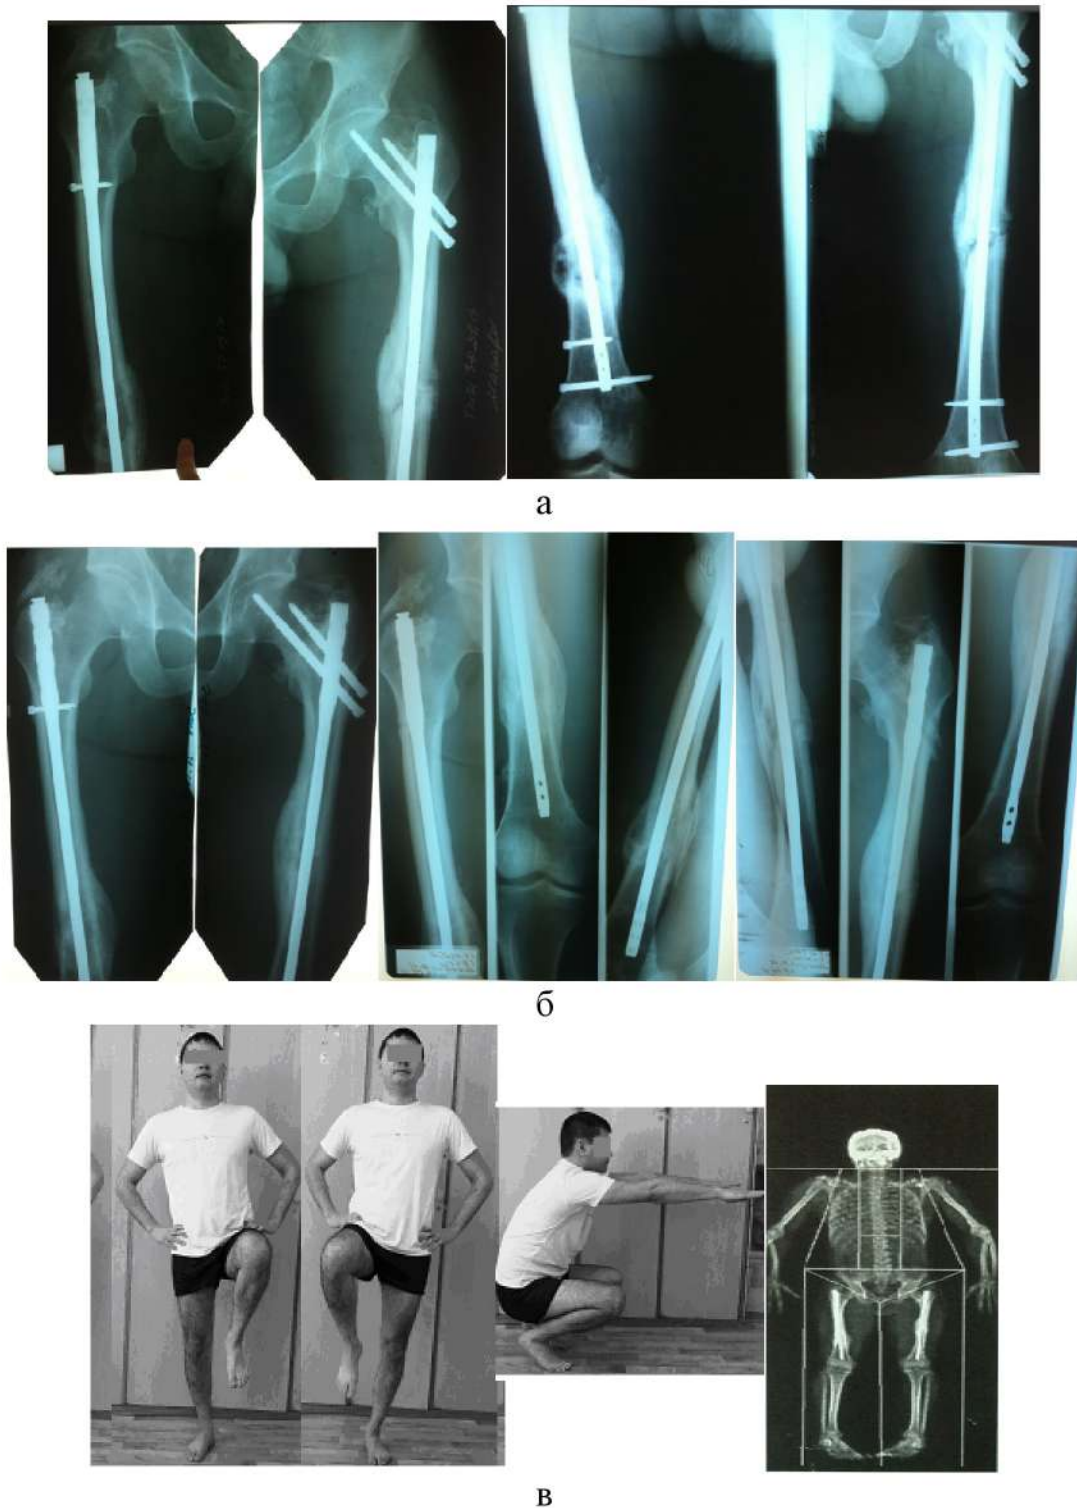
Пациент М., 32 л. Основная группа, подгруппа с сочетанными повреждениями. Закрытый перелом обеих бедренных костей. 32B22 по AO/ASIF. а) рентгенограмма через 3 мес после интрамедуллярного остеосинтеза; б) рентгенограмма через 1 год после интрамедуллярного остеосинтеза и удаления шейчных винтов; в) функциональные возможности через 1 год после интрамедуллярного остеосинтеза с денситограммой. Отмечено восстановление опороспособности синтезированного сегмента в отдаленном послеоперационном периоде на фоне компенсированного костного метаболизма.
